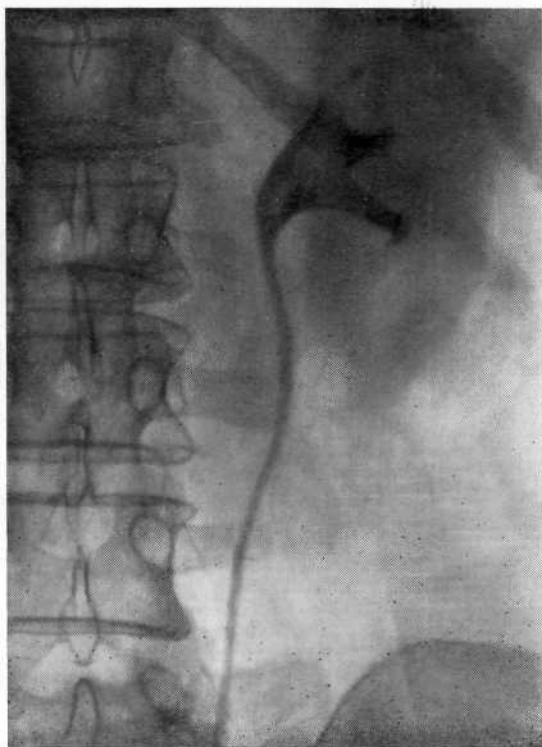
Ретроградная пиелограмма. Дефект наполнения лоханки и верхней чашечки. Опухоль почки, ошибочно принятая за рентгеногегативный камень.
